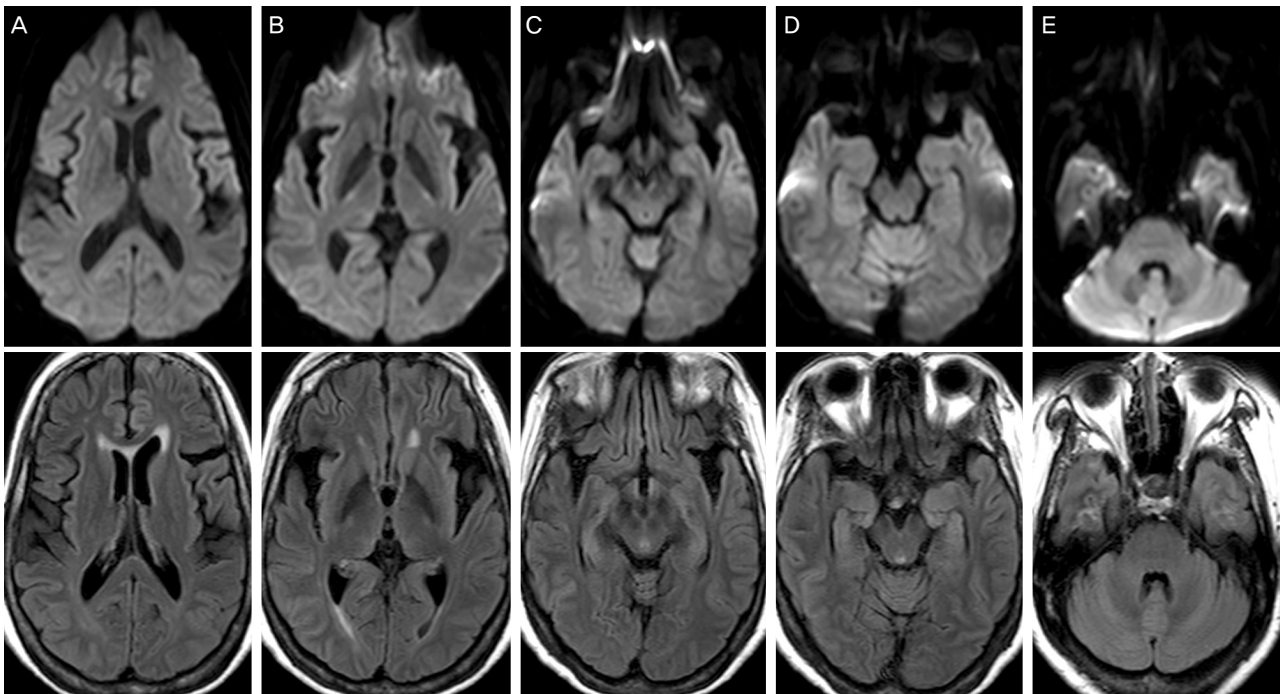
Brain magnetic resonance imaging of the patient after 1 month of admission. Compared with Fig. 1, brain lesions previously noted as high signal intensities improved in follow-up diffusion weighted (upper figures) and FLAIR images(lower figures). (A-E) represent the same level of images as previously mentioned in Figure 1. Splenium of corpus callosum (A), posterior limb of internal capsule (corticospinal tract) (B), cerebral peduncle of midbrain (C), hippocampus (D), and cerebellar peduncle (E).
